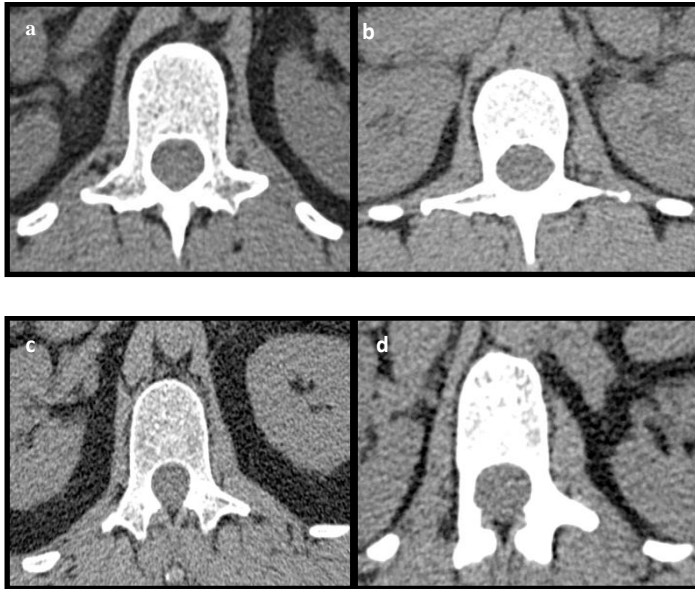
Imagens de cortes axiais de imagens de TC da vértebra L1
